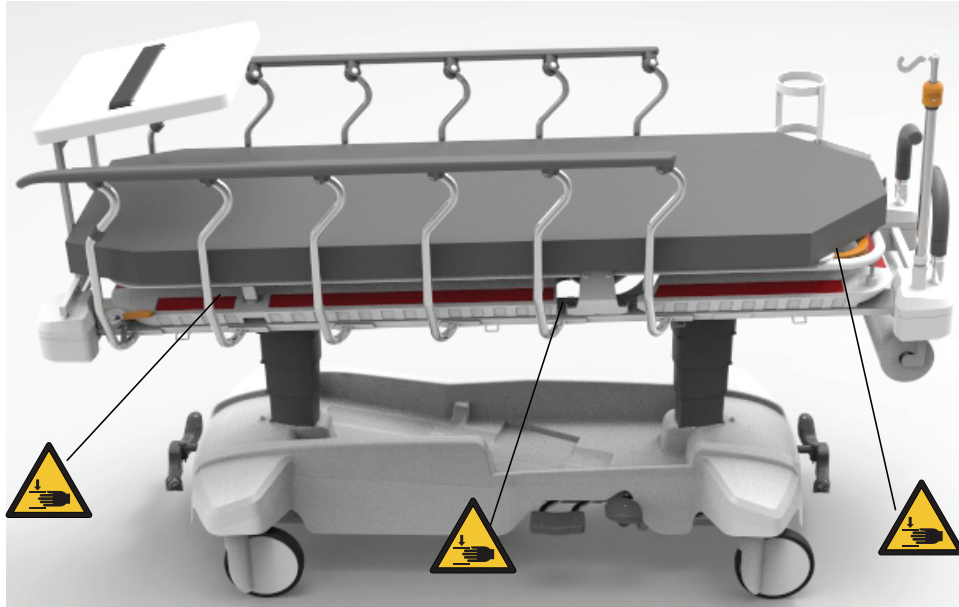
X선 옵션에만 해당하는 압착 지점
